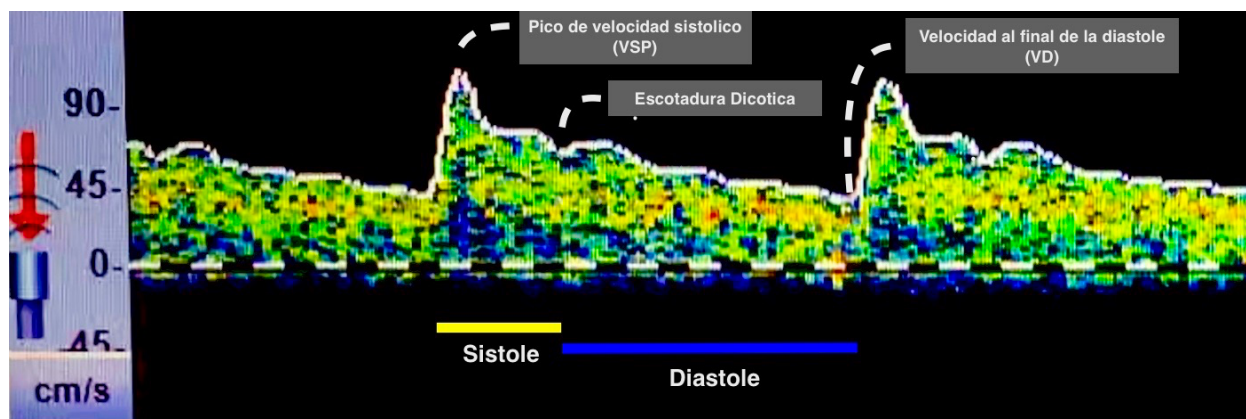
Representación gráfica espectral Doppler de ondas de flujo sanguíneo transcraneal y relación con ciclo cardiaco
